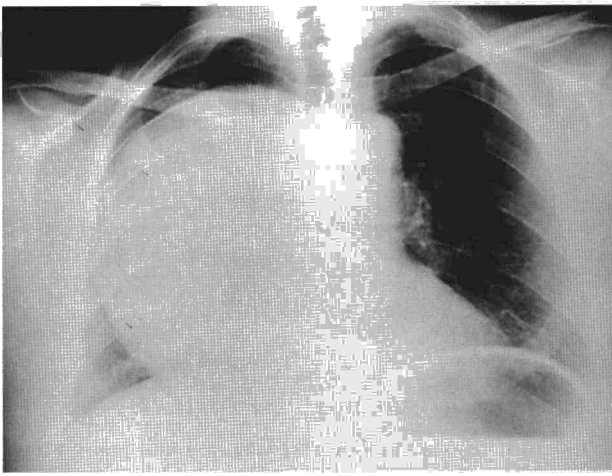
Radiografía de tórax (caso 2) en que se observa una voluminosa masa mediastínica.
